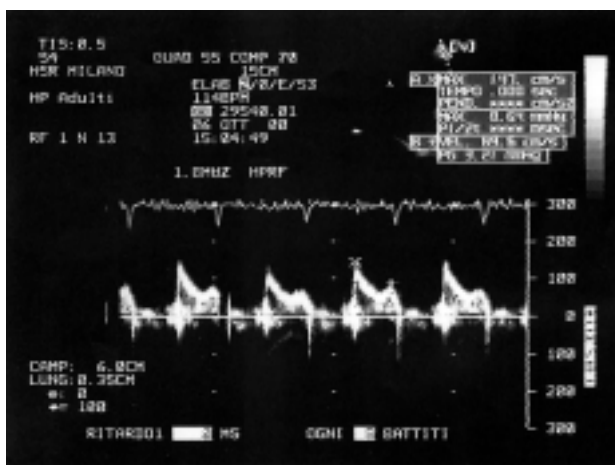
Valutazione Doppler-sonografica della funzione meccanica dell'atrio sinistro al follow-up dopo recupero del ritmo sinusale. x = onda E: fase protodiastolica della curva di riempimento ventricolare; + = onda A: fase atriale della curva di riempimento ventricolare.
